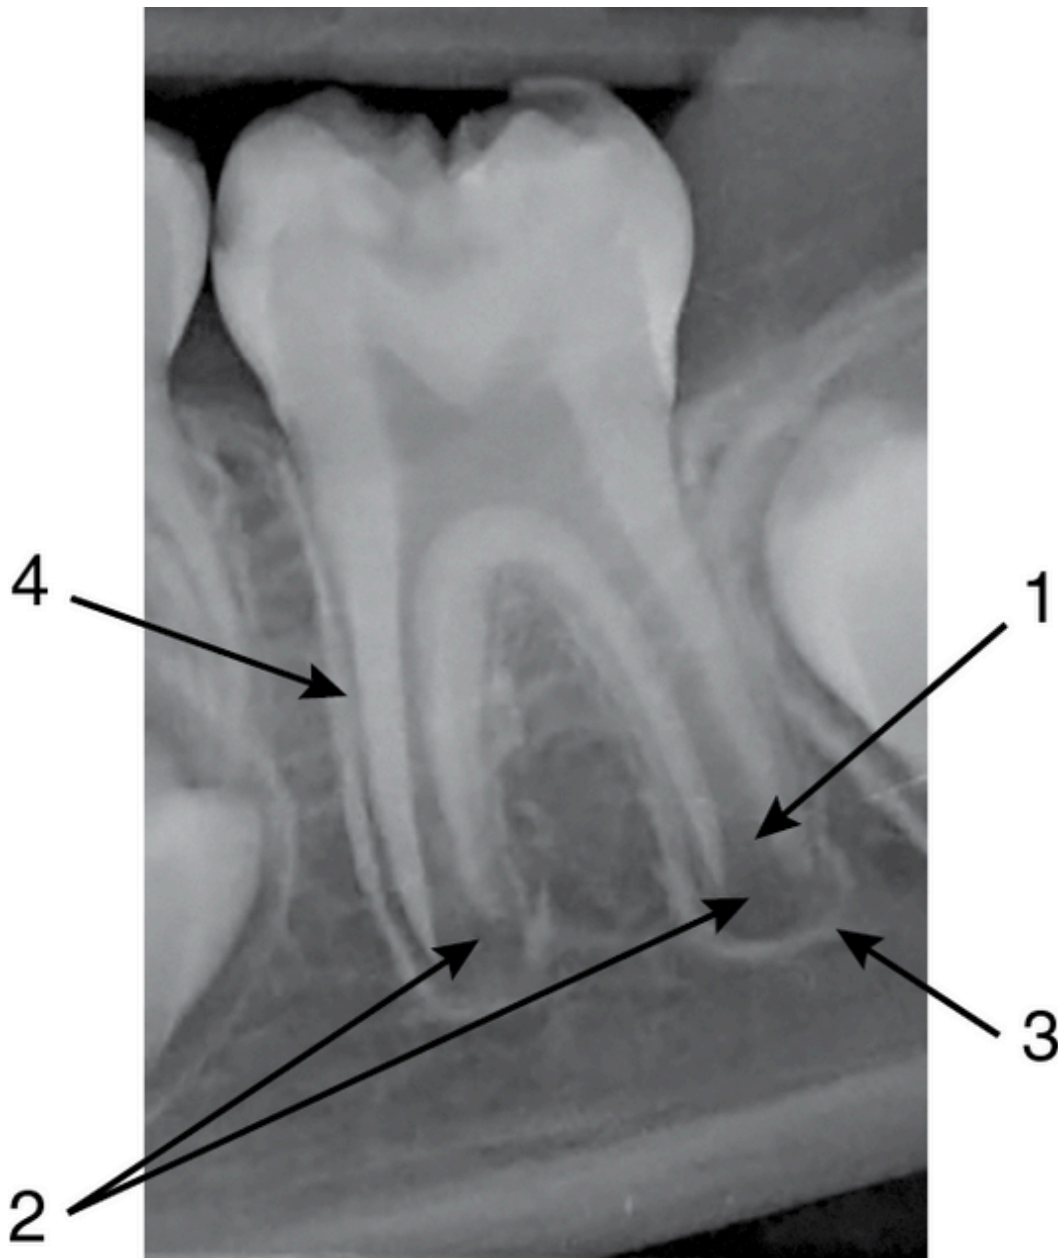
Внутриротовая контактная рентгенограмма 3.6 зуба. В зоне апекса корневые каналы раструбообразно расширены (1), ниже прослеживается ростковая зона (2), окружена компактной пластинкой (3). Периодонтальная щель четко прослеживается в середине корней (4) (стрелки)
